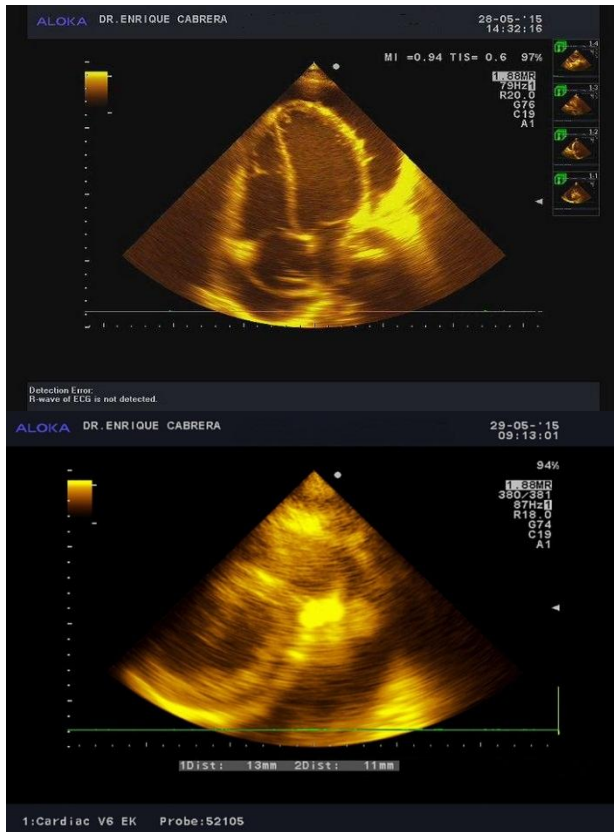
Ecocardiograma transtorácico aproximación apical de 4 cámaras (A) donde se observa derrame pericardio circunferencial de gran cuantía, se visualizan 2 electrodos de marcapasos, llamando la atención que uno de ellos oscila libremente en la aurícula derecha. En eje corto paraesternal (B) se denota masa ecogénica adosada a TAP con bordes regulares que mide 15 mm x 13 mm.
